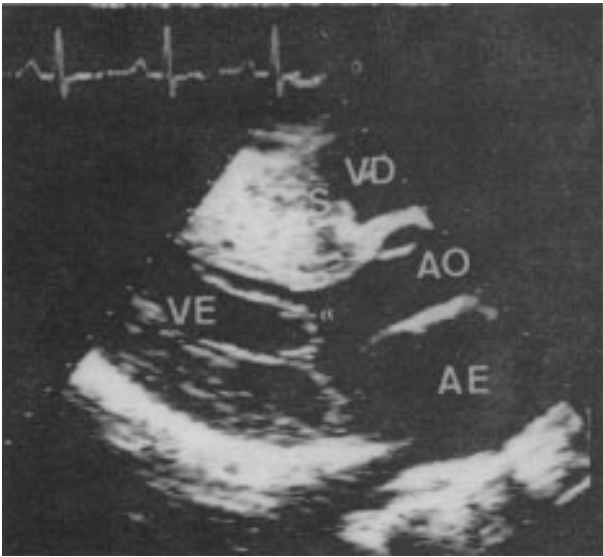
Ecocardiograma bidimensional e corte paraesternal longitudinal do ventrículo esquerdo, onde as setas indicam o movimento anterior sistólico do folheto anterior da válvula mitral. VD - ventrículo direito; AE - átrio esquerdo; S - septo interventricular.
